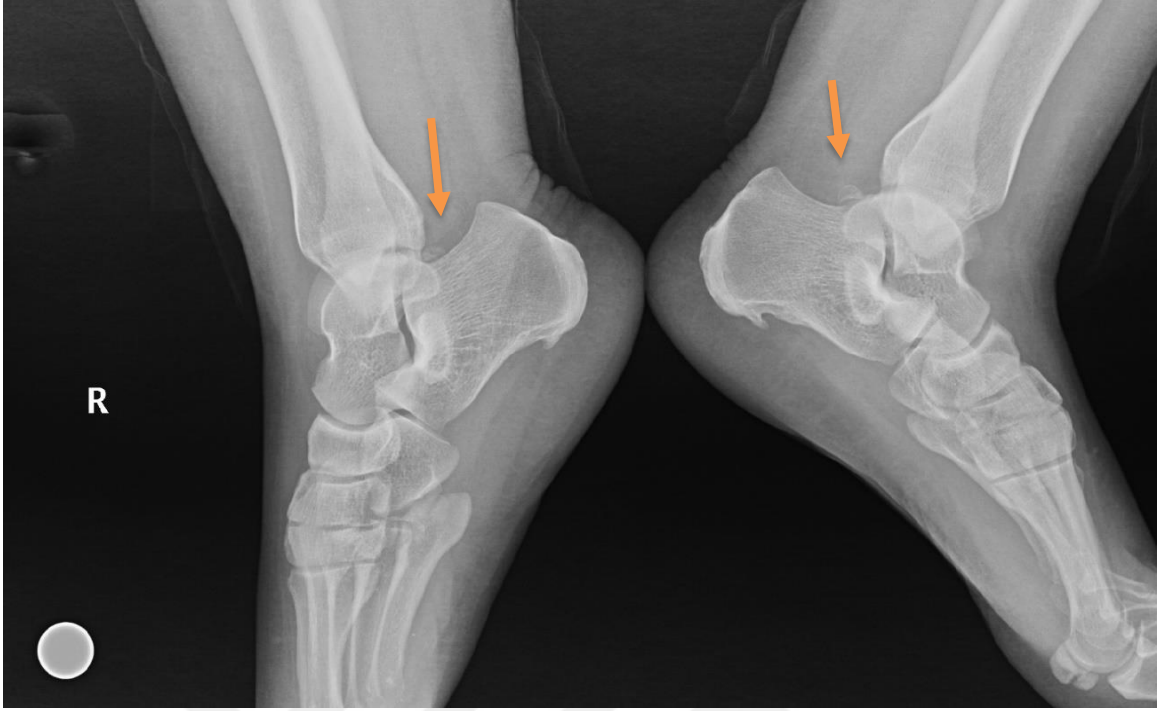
Ayak travması olan hastanın sol ayak radyografisinde os trigonum
